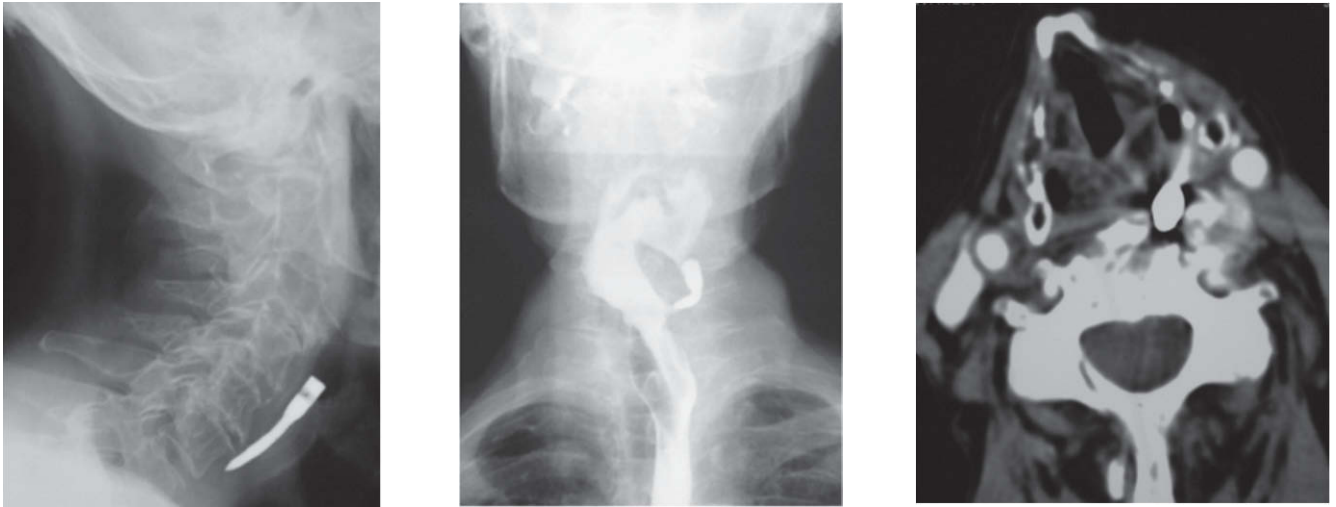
Estudio radiológico. Radiografía simple lateral de cuello en la que se observa el cuerpo extraño. Tránsito faringoesofágico. Obsérvese el cuerpo extraño metálico torsionado y el desplazamiento y torsión de la faringe (contraste) y de la laringe (columna aérea). Tomografía computarizada: cuerpo extraño dentro de cavidad. Obsérvese la rotación y el desplazamiento de la laringe y la hiperostosis vertebral inducida por la presencia del cuerpo extraño.
